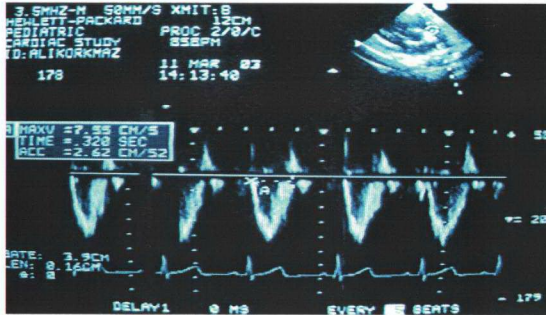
Mitral kapaktaki diyastolik doluş akım hızlarının PW Doppler ile görüntülenmesi.
